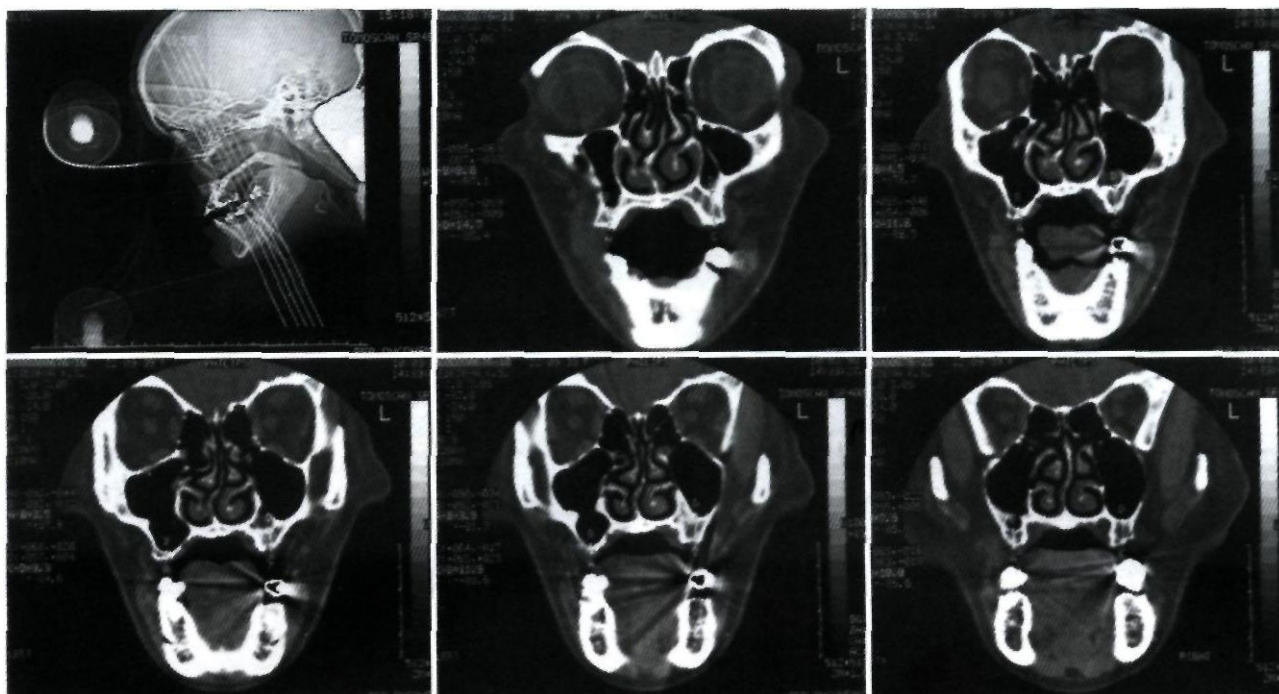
Вертикальные пошаговые срезы лицевого отдела черепа, полученные при помощи компьютерной томографии (в масштабе отражены реальные размеры челюстей — их высота и ширина, а также архитектура костной ткани различных отделов челюстных костей)
